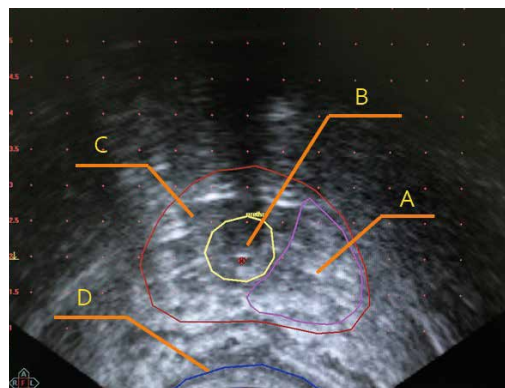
Планирующая система Oncentra Prostate Nucletron. Этап оконтуривания зоны ложа предстательной железы с обрисовкой расположения опухоли, выявленной по данным мультипараметрической магнитно-резонансной томографии и промежностной биопсии ложа предстательной железы. А — зона опухоли; В — простатическая часть уретры; С — зона ложа предстательной железы; D — передняя стенка прямой кишки
